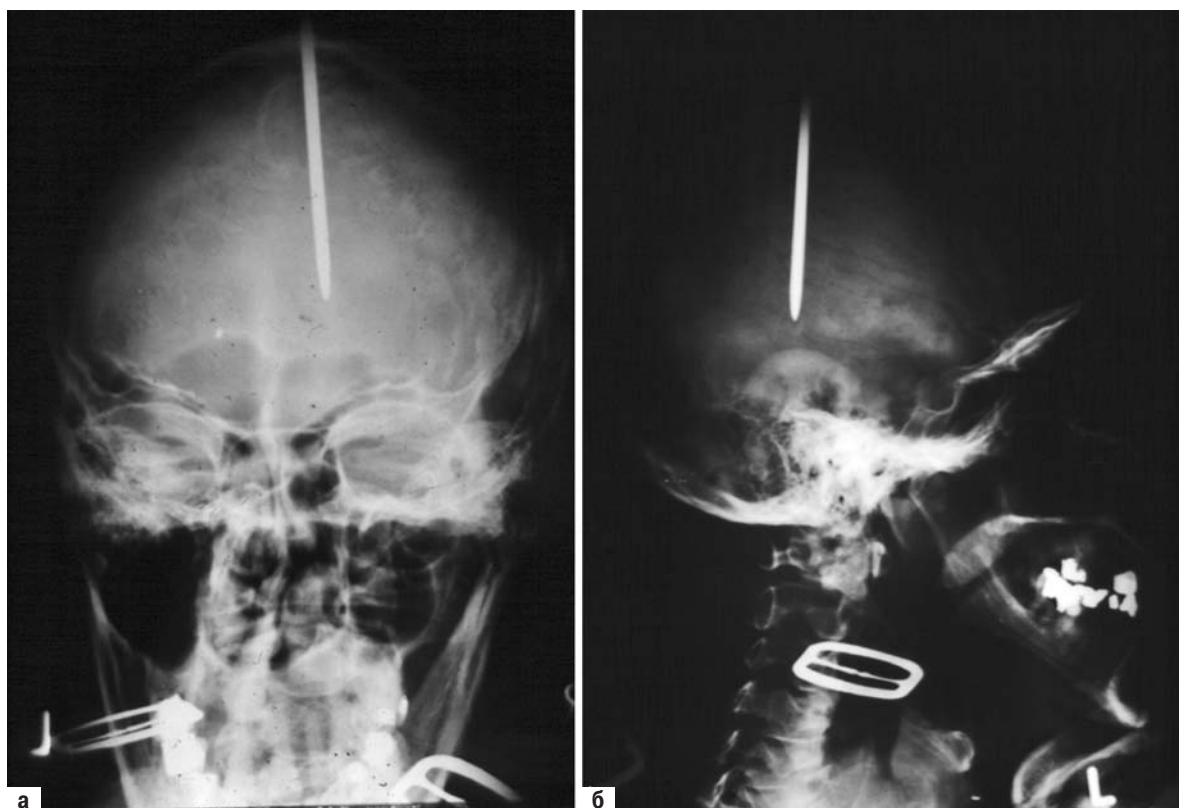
А, Б Рентгенограмма черепа в переднезадней и боковой проекциях у пациента, получившего травму гвоздем при взрыве. Он поступил с ШКГ 15 баллов и без неврологического дефицита. Гвоздь был удален, твердая мозговая оболочка и кожа головы ушиты. Пациент был выписан без каких-либо осложнений на 10 сутки.
